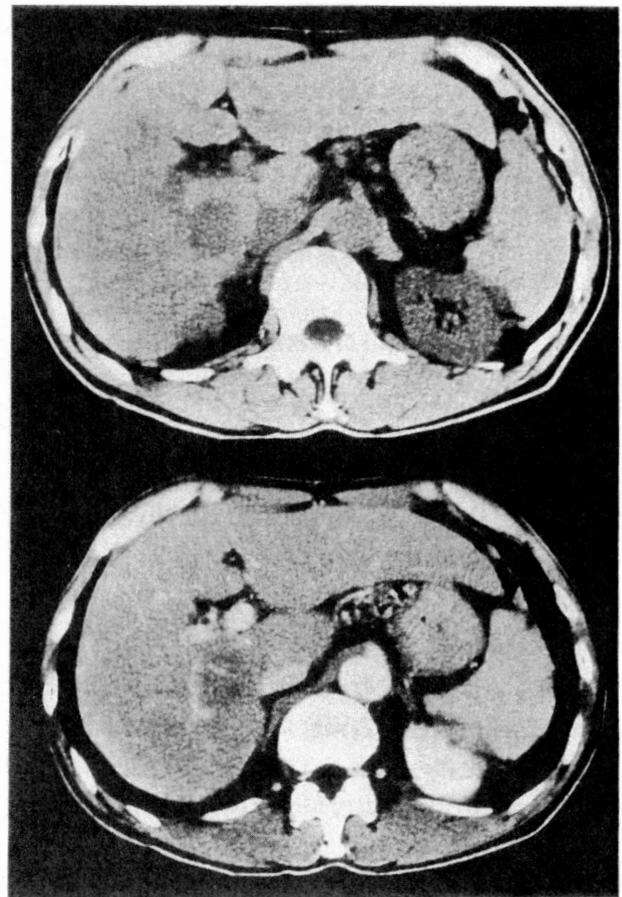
腹部CT検査所見 (a : plain, b : enhance)
